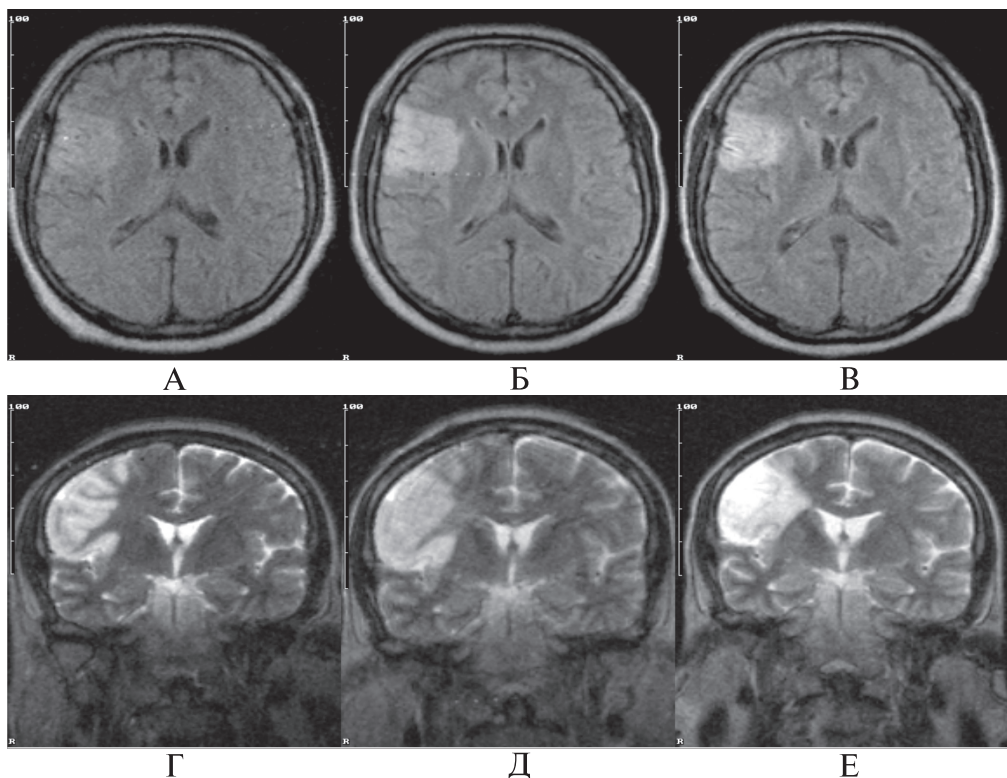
Динамика изменения МРТ (Т2-взвешенное изображение) у пациента из группы кортикостерина
